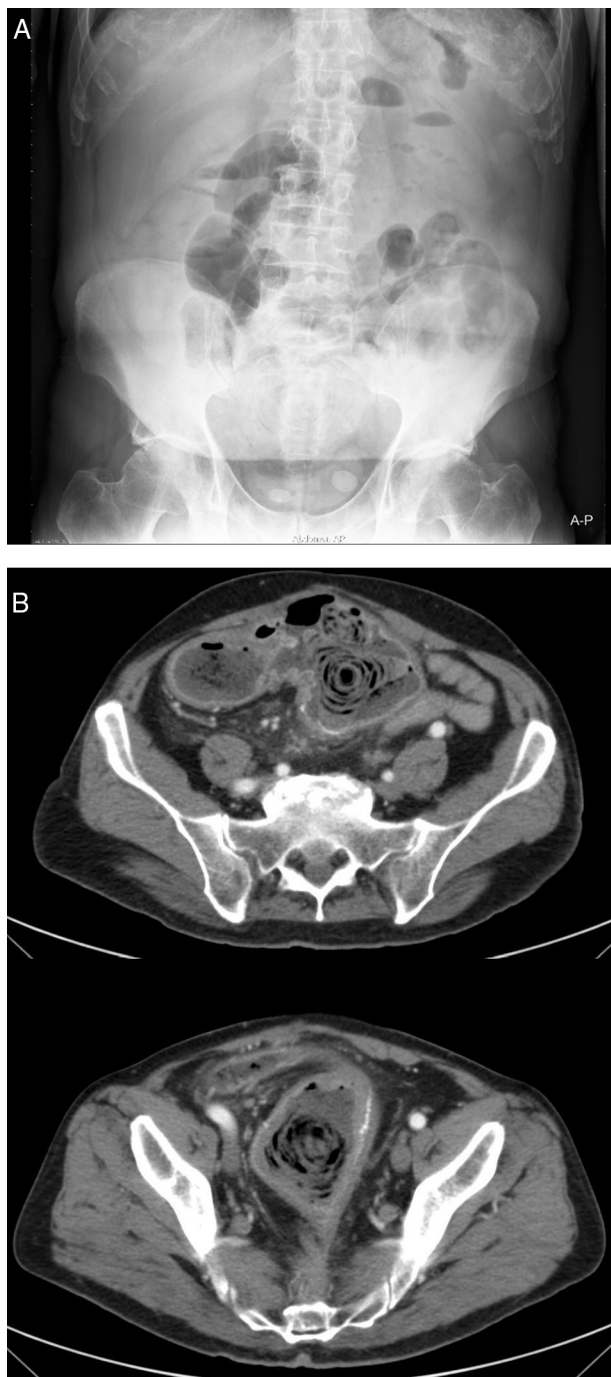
A) Se aprecian 2 imágenes cálcicas en pelvis, que no se corresponden con los hallazgos de la reservorioscopia, dado su pequeño tamaño. Posteriormente se aclaró se trataban de litiasis vesicales. B) En la TC de abdomen se observaron 3 imágenes intraluminales, 2 de ellas de entre 56 y 60 mm, laminadas, con calcificación en su pared.
